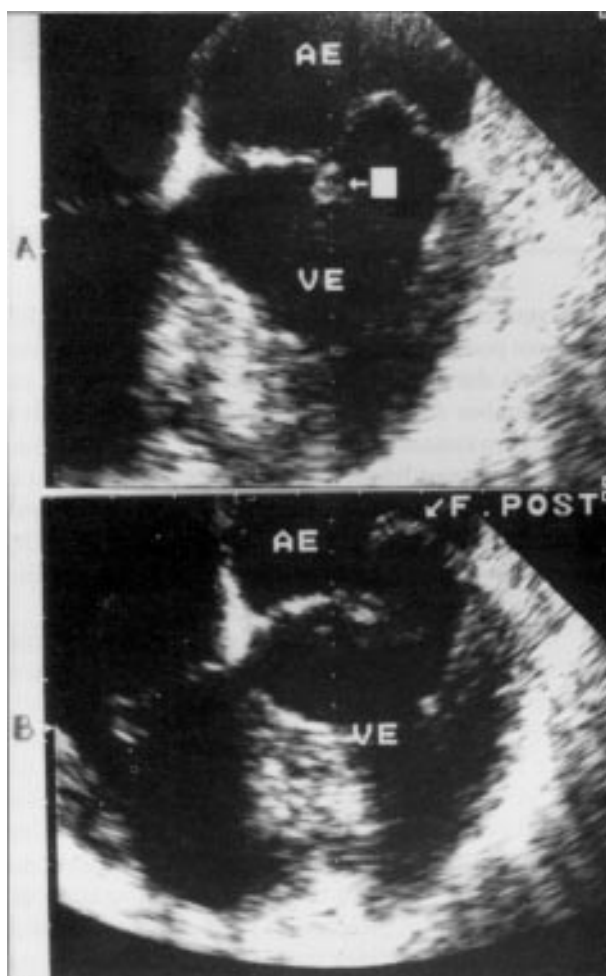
Caso 1 - Ecocardiografia transeofágica (ETE). A) rotura parcial do músculo papilar posterior (seta); B) prolapso sistólico severo do folheto posterior da valva
